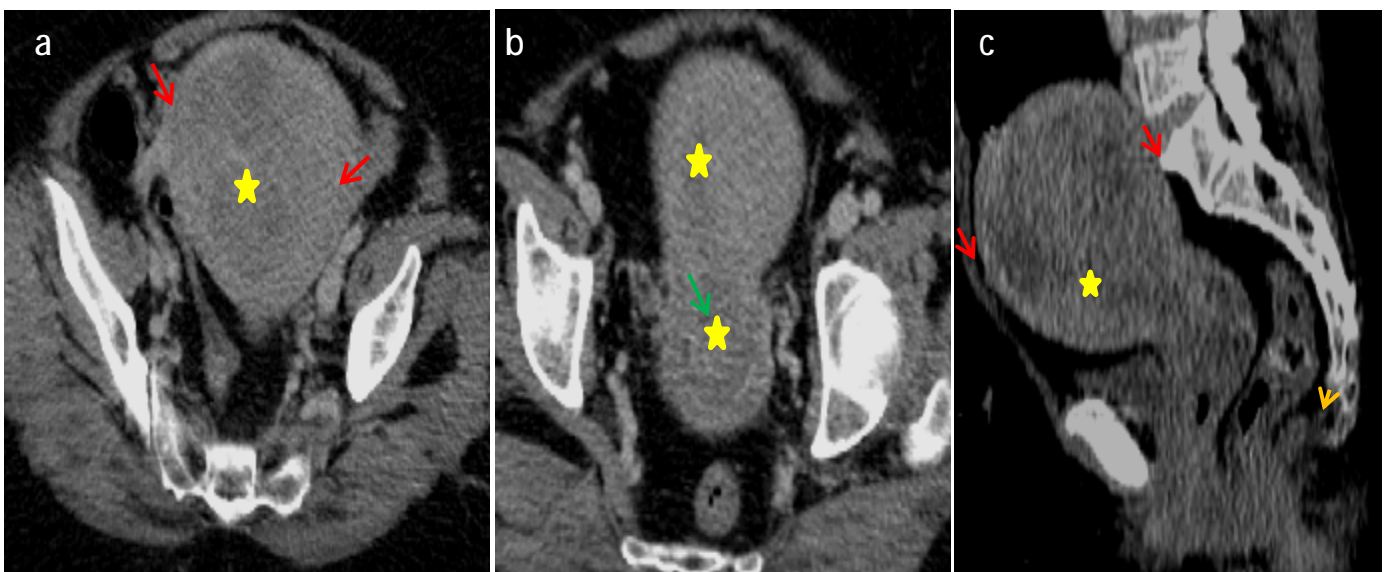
TDM Abdomino-pelvienne du CHU HASSAN 2 :
